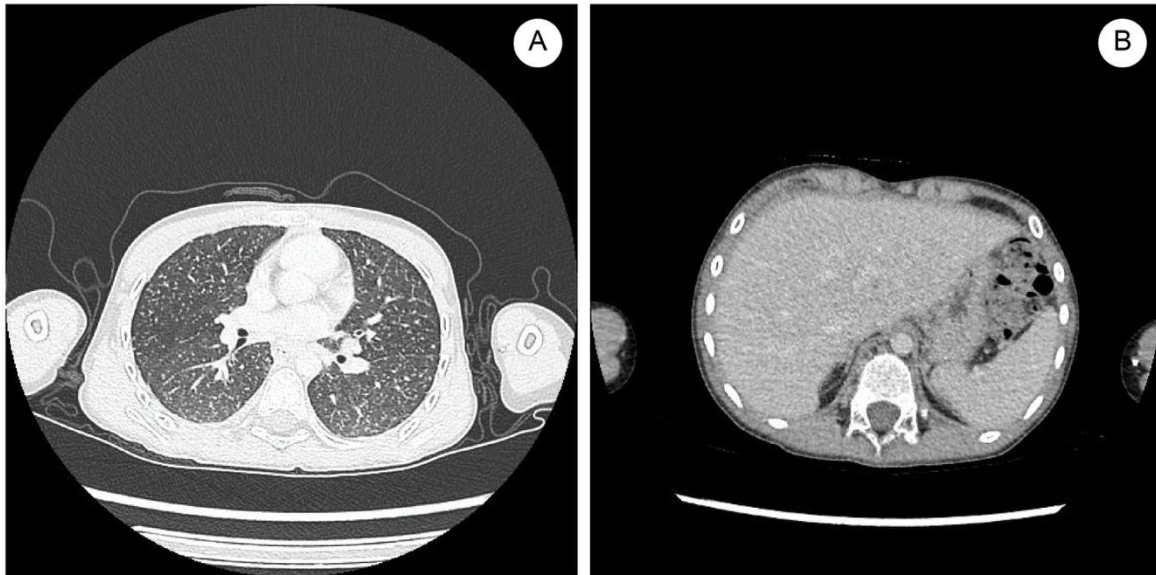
Tomografía pulmonar y abdominal al ingreso A. Tomografía pulmonar, ventana parenquimal. Se observa el patrón de árbol en brote B. Tomografía abdominal. Se observa granulomas hepáticos
